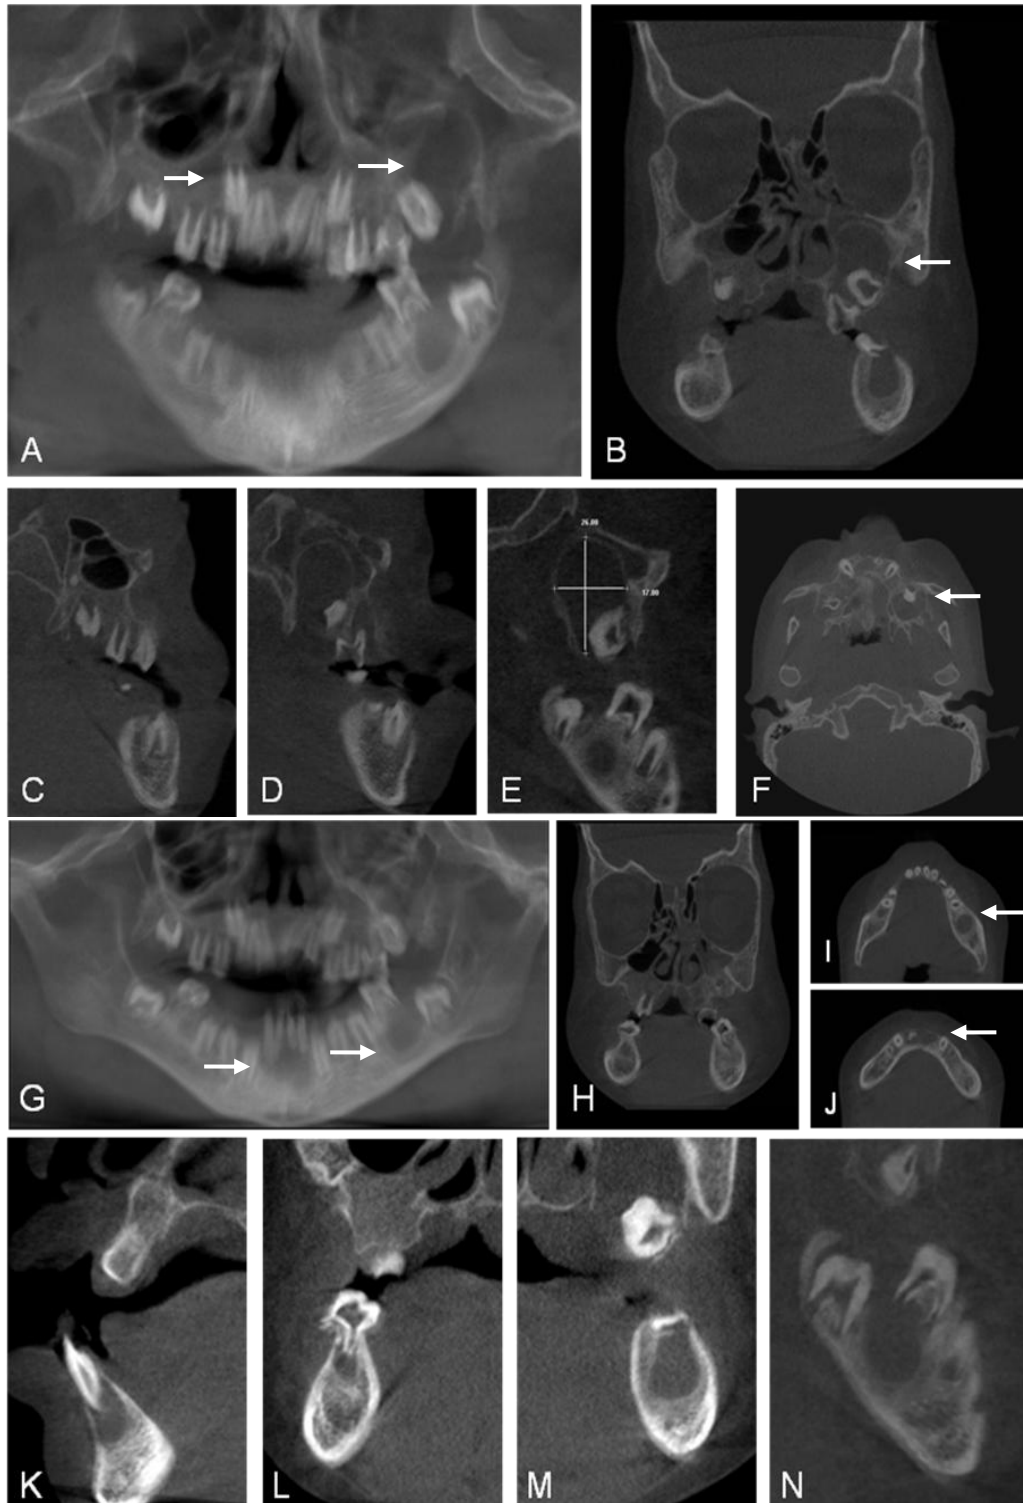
Tomografia computadorizada por feixe cônico do Paciente 2 : lesões hipodensa em região de maxila em reconstrução panorâmica (Fig.9. A). Extensa lesão (dimensões de 26 mm por 17 mm) associada ao dente 27 não erupcionado, comprimindo membrana do seio maxilar e invadindo região de seio maxilar esquerdo, em corte coronal (Fig.9. B), sagital (Fig.9. D-E) e axial (Fig. 9. F). Cortes sagitais mostrando espessamento do fólculo pericoronário do dente 17 (Fig.9. C). Panorâmica região de mandíbula mostrando lesão radiolúcida (setas) em região de incisivos inferiores e dente 46 (Fig.9. G), e em corte axial (Fig. 9. J) e (Fig. 9. I) respectivamente, e em cortes transversais (Fig.9. K) e (Fig.9. L) respectivamente. Corte coronal mostrado hipopneumatização do seio maxilar e região hipodensa em seio maxilar esquerdo (Fig.9. H). Corte sagital mostrando lesão periapical associada ao dente 36 se comunicando com fólculo pericoronário aumentado do dente 37 (Fig. 9. N).
